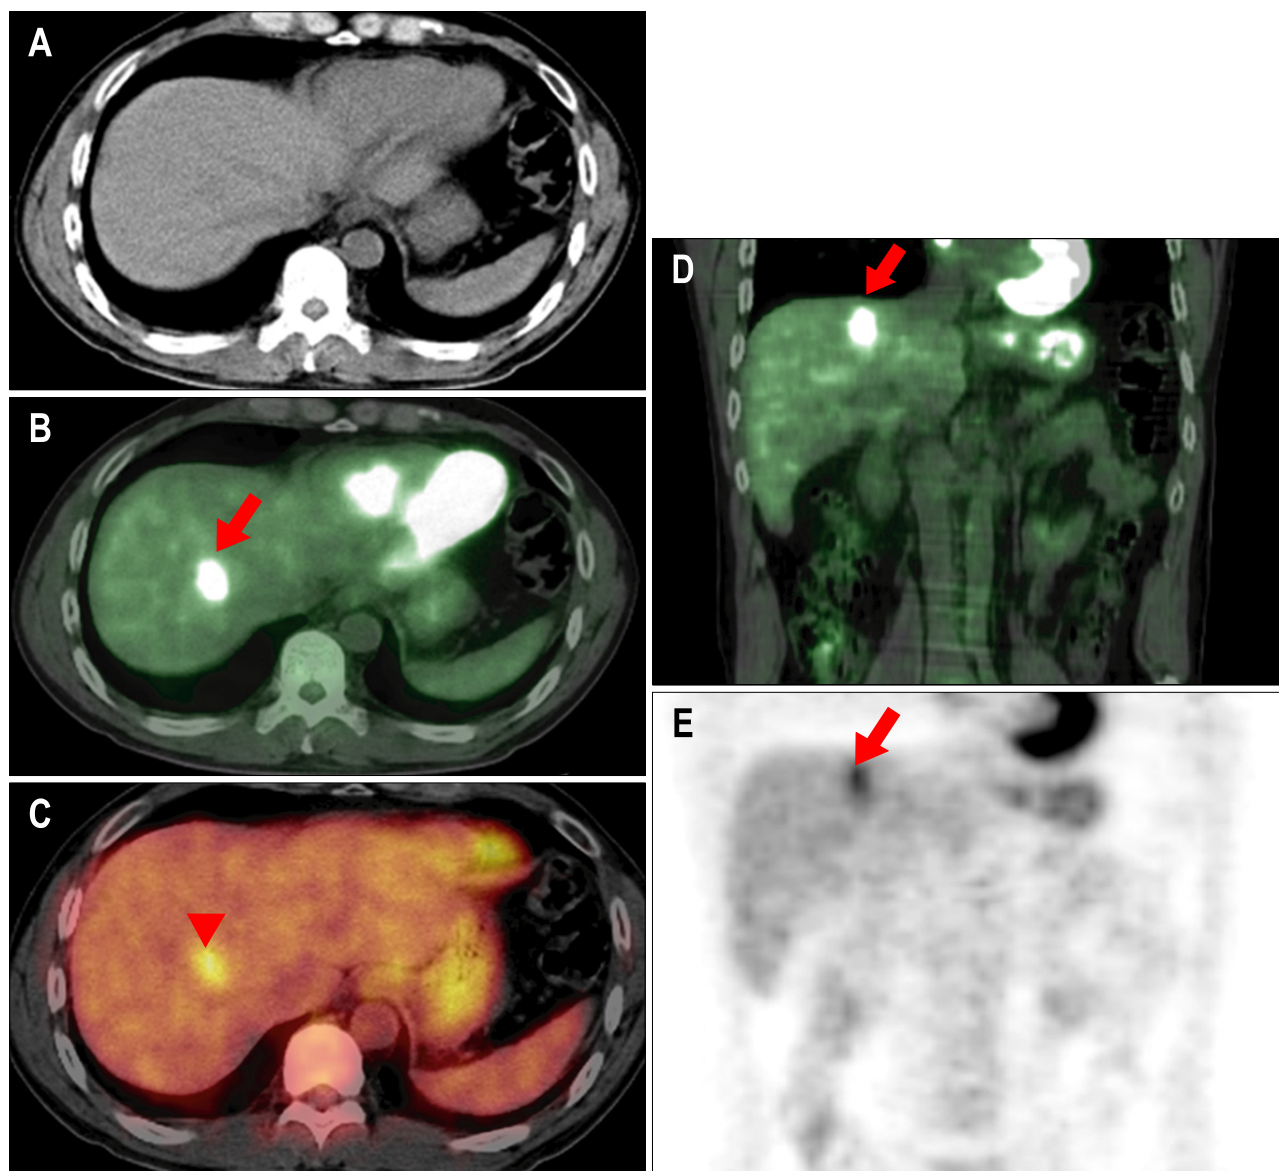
18F-FDG PET/CT findings. Early phase revealed a focal hypermetabolic mass in the S7 right hepatic lobe, SUV of 2.9 (arrow, B, D). Delayed image showed much increased FDG uptake, SUV of 4.1 (arrow head, C). And fully attenuated image also had FGD uptake (E). This lesion should be differentiated from liver tumors such as metastasis and hepatocellular carcinoma.
